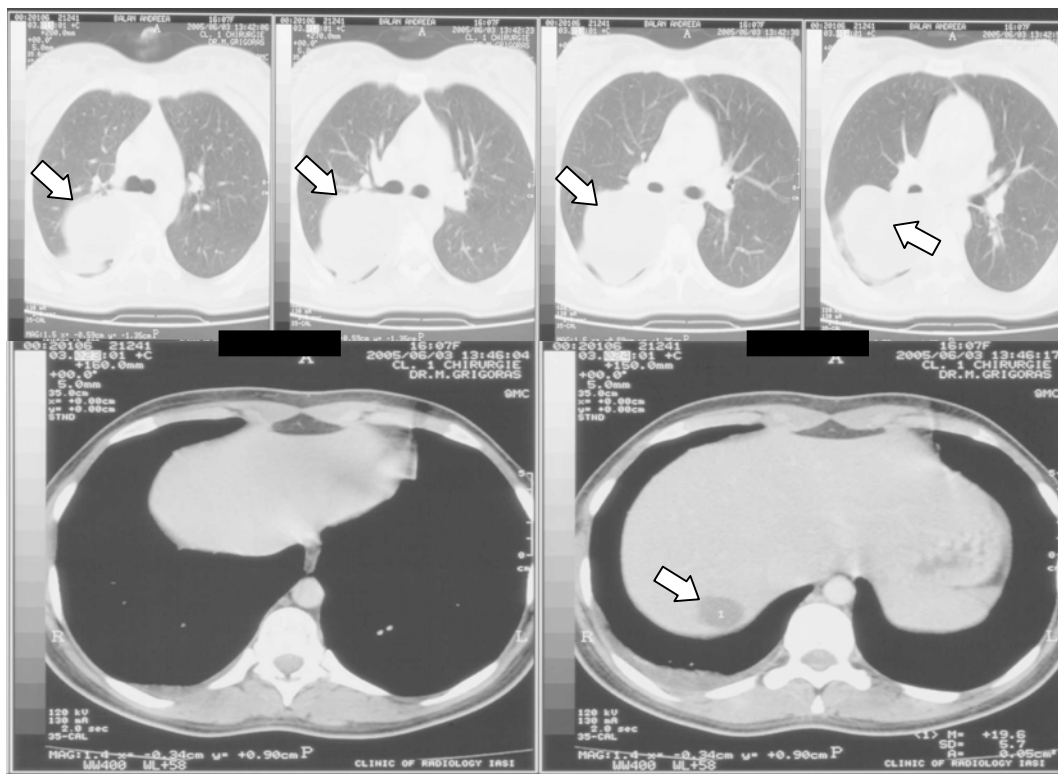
Computer tomografie toraco-abdominală
